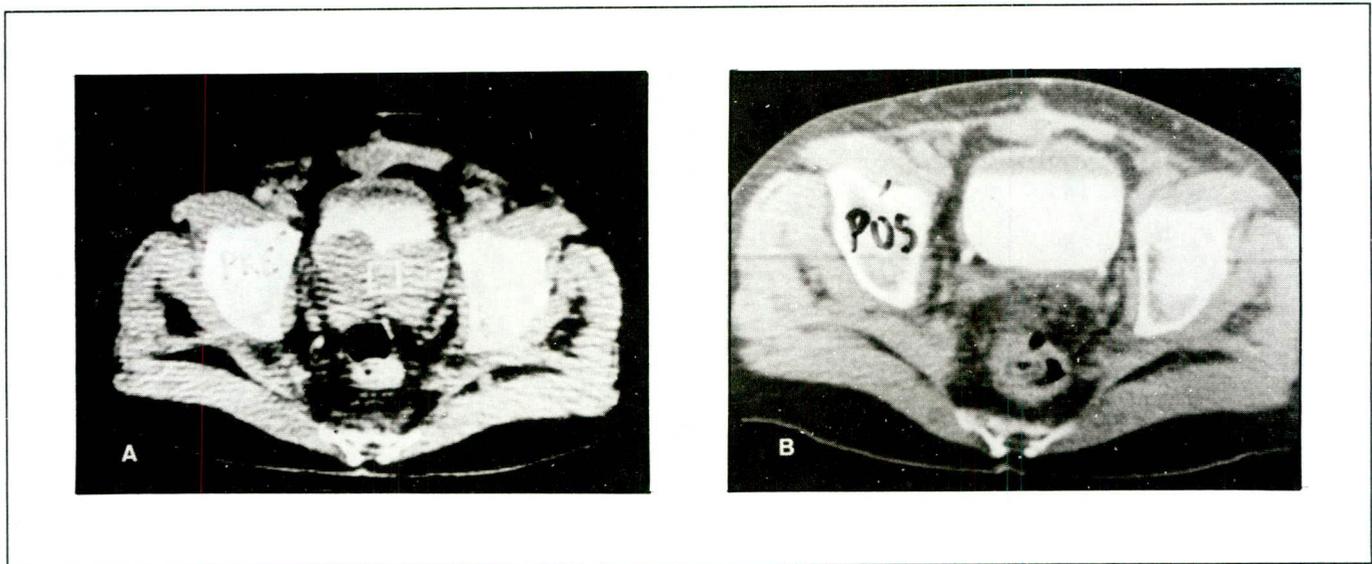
Paciente com tumor sésil extenso comprometendo a parede posterior da bexiga. A) Tomografia antes da quimioterapia. B) Tomografia após 3 ciclos de M-VAC.
